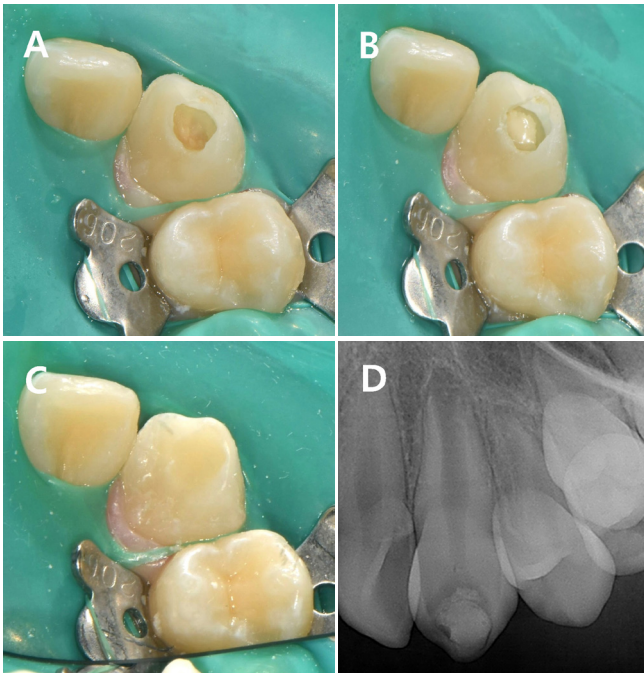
Clinical photographs during treatment. A. The cavity entrance is enlarged. B. After application of TheraCal PT. C. After completion of resin restoration. D. Postoperative periapical radiograph.
